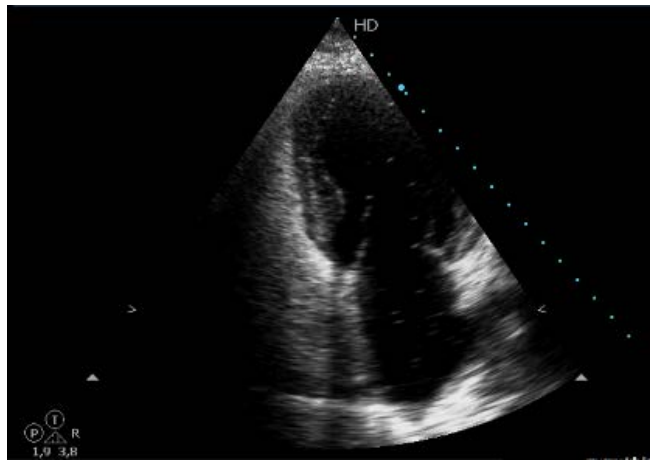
Corte apical 4C ao ETTc. Opacificação das câmaras direitas após a injeção de contraste salino agitado. Observam-se algumas microbolhas nas câmaras esquerdas após quatro ciclos cardíacos (teste positivo para DVP).¹
